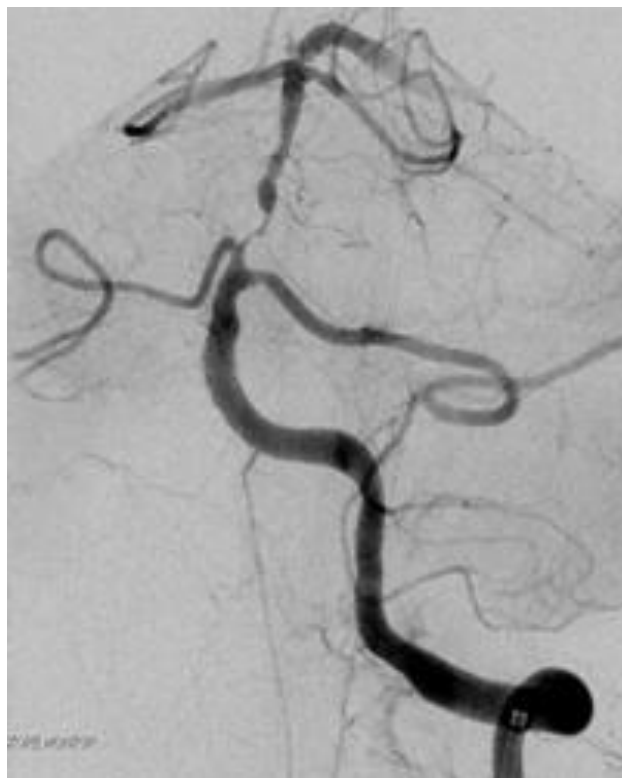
CTA einer hochgradigen Basilarisstenose
